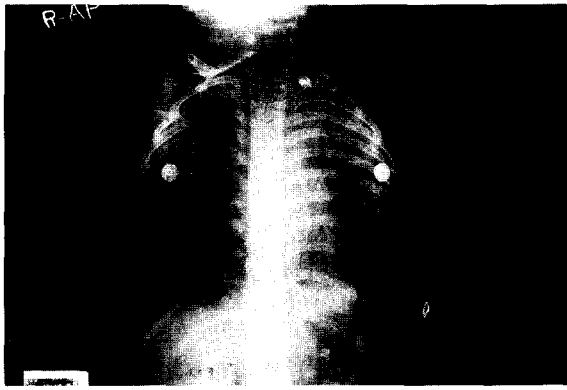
Chest X-ray when admmsion. Increased density on upper lung field of left
